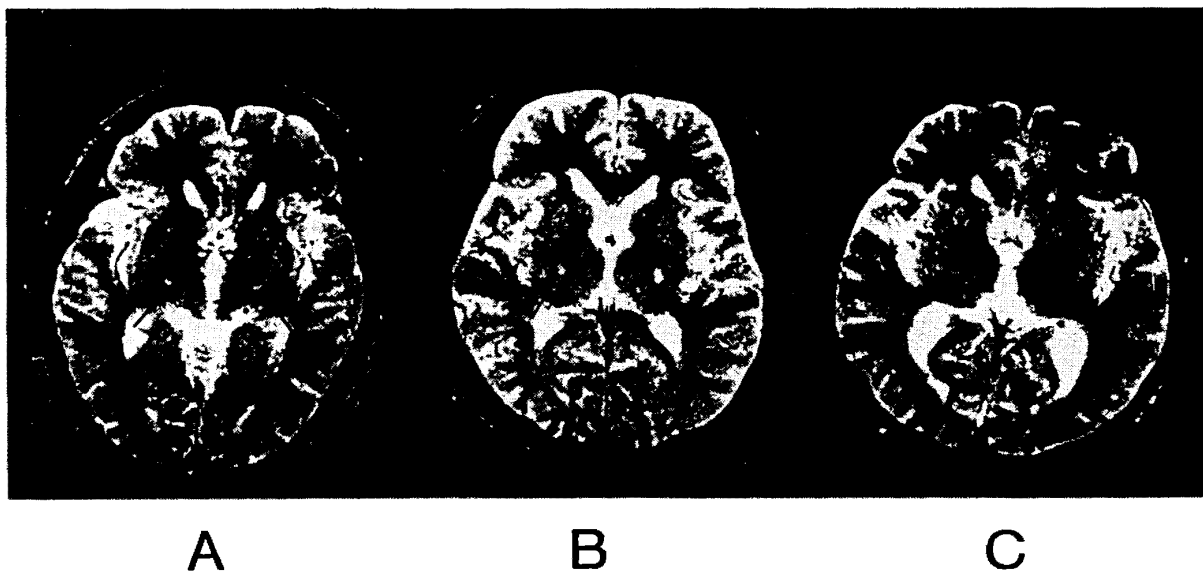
MR images of the three autopsied cases of MND
